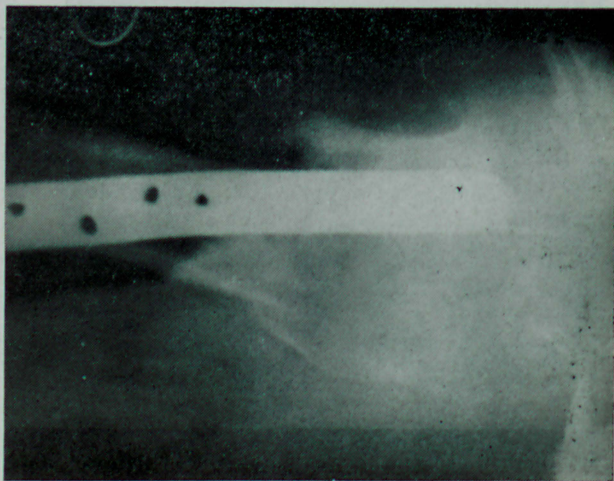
Caso 3 — Radiografia de perfil. Contrôlo transoperatório de introdução da placa.
